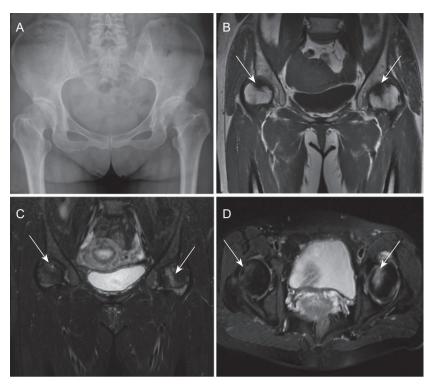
(A) 骨盆正位片示双侧髋关节退行性变,关节间隙变窄; (B) 骨盆 MRI 冠状位  $W_1WI$  示双侧股骨头低信号(箭头所示),关节退变; (C) 骨盆 MRI 冠状位  $W_2WI$  示双侧股骨头高信号(箭头所示),关节周围少量积液; (D) 骨盆 MRI 水平位  $W_2WI$  示双侧股骨头高信号(箭头所示),关节面尚完整。
